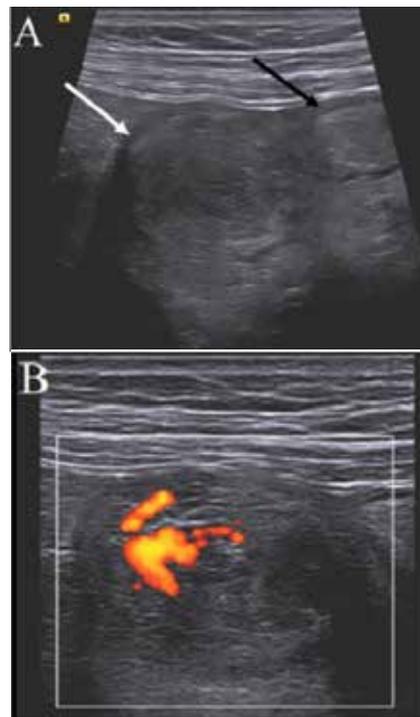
En A, la ecografía detectó una lesión "objetivo" (flecha blanca) con dilatación del asa intestinal en sentido ascendente (flecha negra). En B, la ecografía demuestra la vascularización Doppler de la lesión "objetivo" - target sign.
